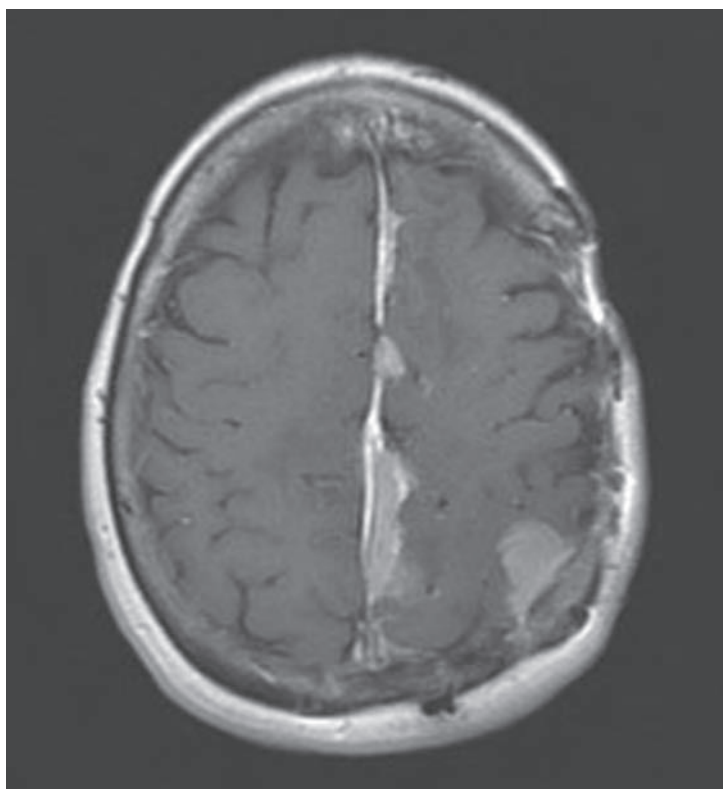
MRI en T1 con gadolinio que demuestra múltiples meningiomas a lo largo de la hoz y la corteza parietal izquierda.
